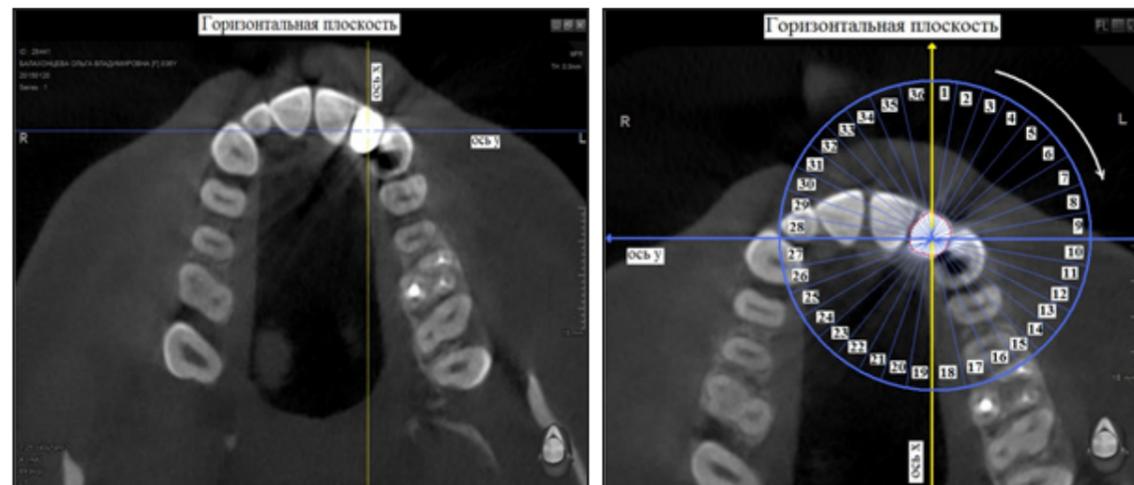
Компьютерная томограмма пациента Б. Система координат 2.2 зуба в горизонтальной плоскости: а- выбор системы координат в горизонтальной плоскости; б- разделение корня 2.2 зуба на сектора.
